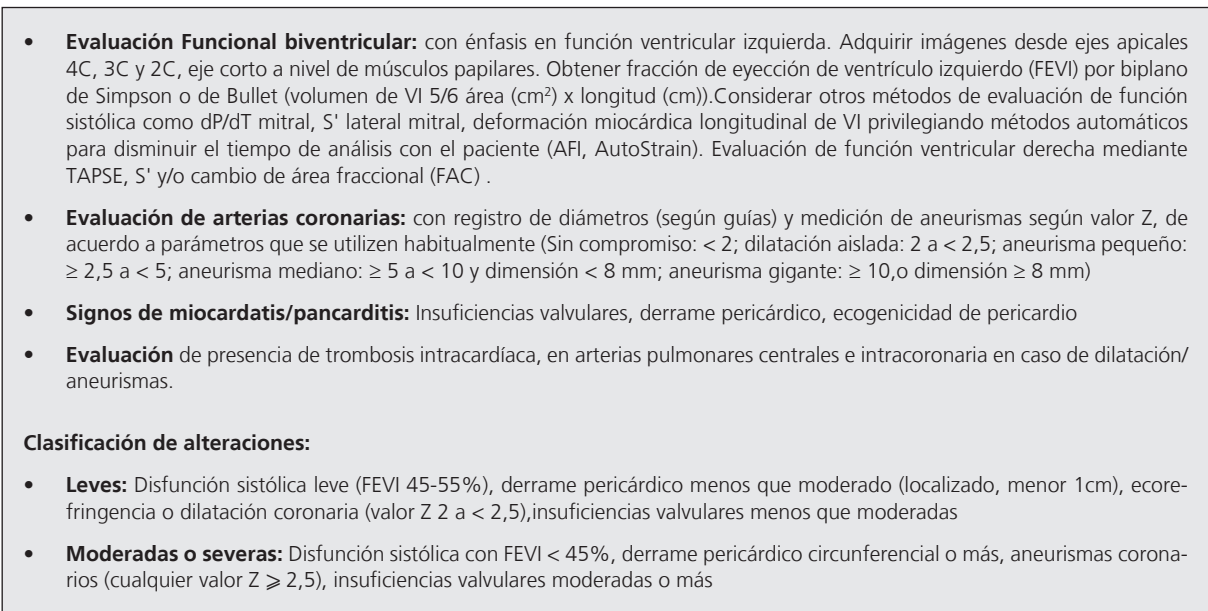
Recomendaciones de Mediciones fundamentales de Ecocardiograma Doppler color en pacientes con sospecha de PIMS-TC
